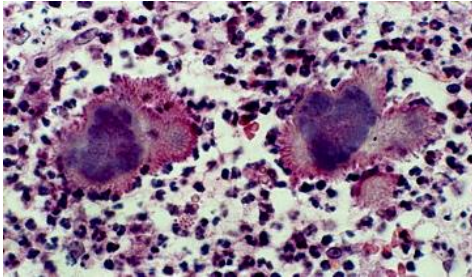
Друзи при актиномікозі
